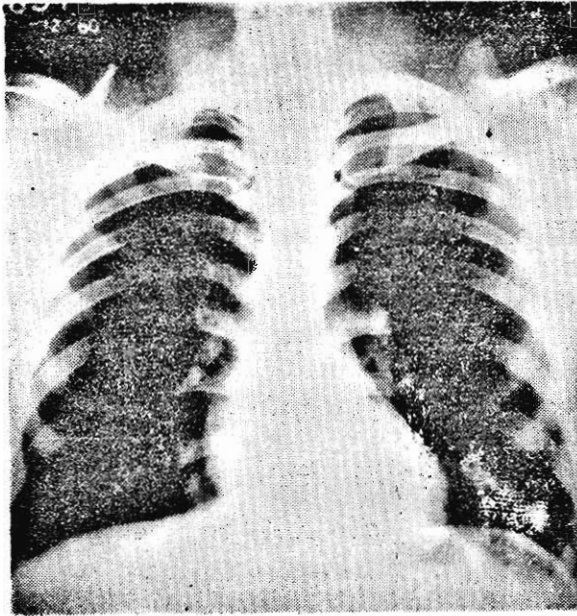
Teleradiografía. Mostrando una silueta cardíaca de configuración normal en un caso de Estenosis Pulmonar Leve.
